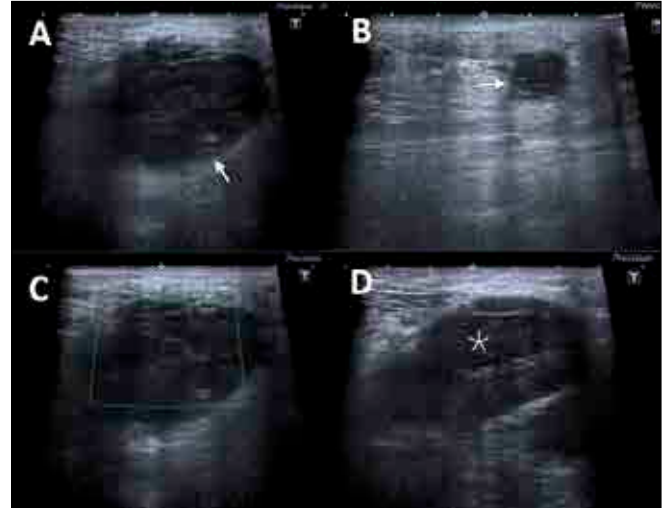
Gray-scale (A, B) and color Doppler flow (C) US images show heterogenous hypoechoic mass with irregular borders without prominent vascularity. Gray-scale US of left axilla (D) reveals lymph nodes with diffuse cortical thickening.
